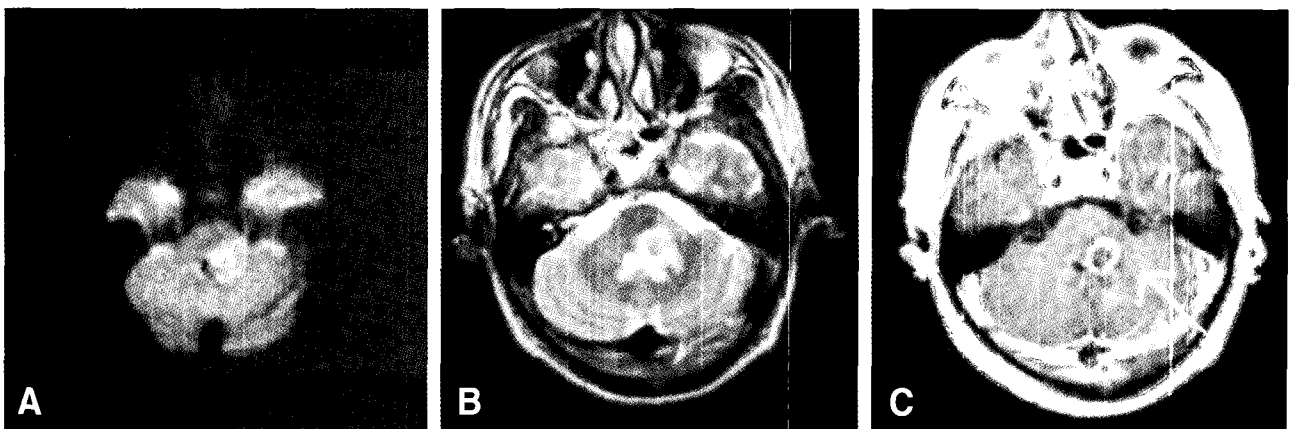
DWI (A) and T2-weighted image (T2WI) (B) show edematous change with central hemorrhage in left pons and middle cerebellar puduncle. Gadolinium (Gd)-T1-enhancing image (C) shows small rim enhanced cavitory lesion.
